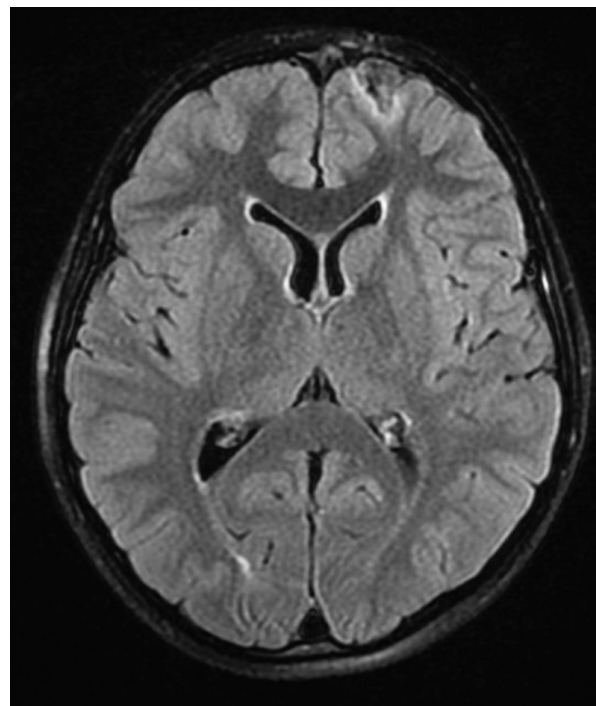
МРТ. T_2 FLAIR. 1 місяць після травми. Наслідки забою лівої лобної доли (кістозно-гліозні зміни).
